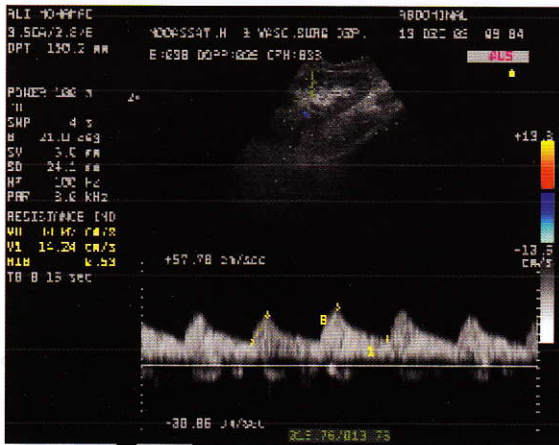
Doppler ultrasound of the transplanted kidney in patient number 5 showing increased rise time of an intrarenal artery (0.15 sec - normal value < 0.07 sec).
